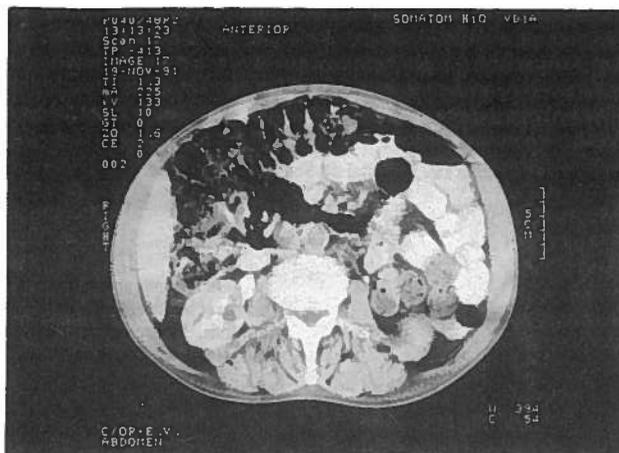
Tomografia axial computadorizada abdominal, revelando volumosas adenomegalias intra-abdominais e retro-peritoneais.
